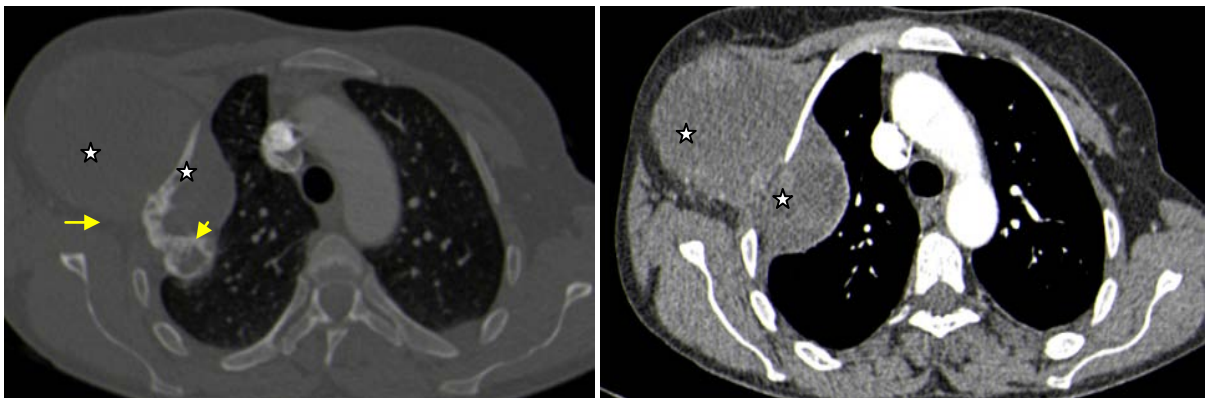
TDM thoracique en fenêtre osseuse et parenchymateuse après injection de PDC en coupes axiales : Sarcome d'Ewing costal chez une femme de 46 ans avec aspect mixte de la lésion, lytique et condensant à matrice ostéoïde (flèche) de l'arc moyen de la 12^{ème}cote droite avec soufflure corticale (tête de flèche) qui est rompue avec envahissement des parties molles(étoile).
